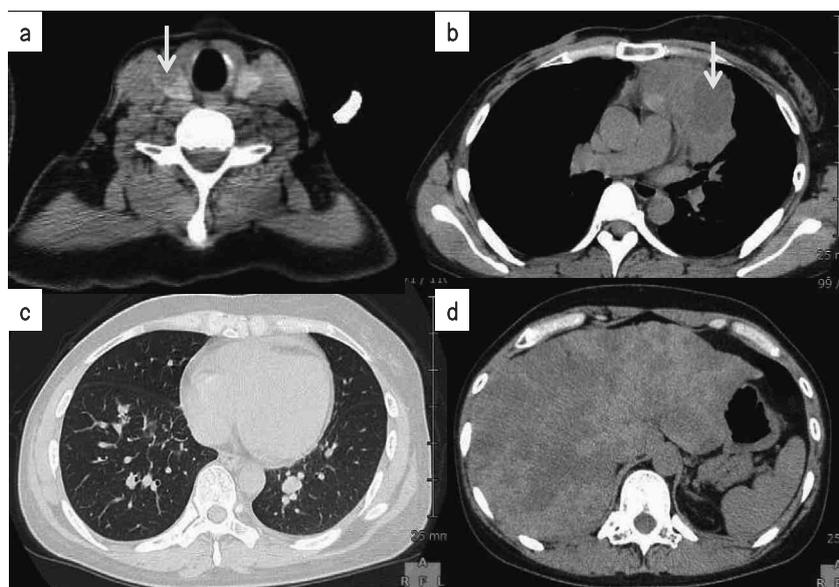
胸腹部CT検査(ホルモン療法開始後3年6ヵ月後)
